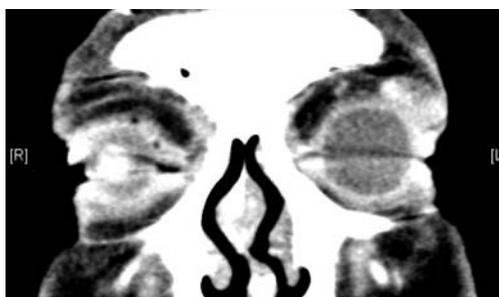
Véase imagen de TC donde se aprecia una masa ocupando el ángulo superoexterno de la cavidad orbitaria izquierda.
